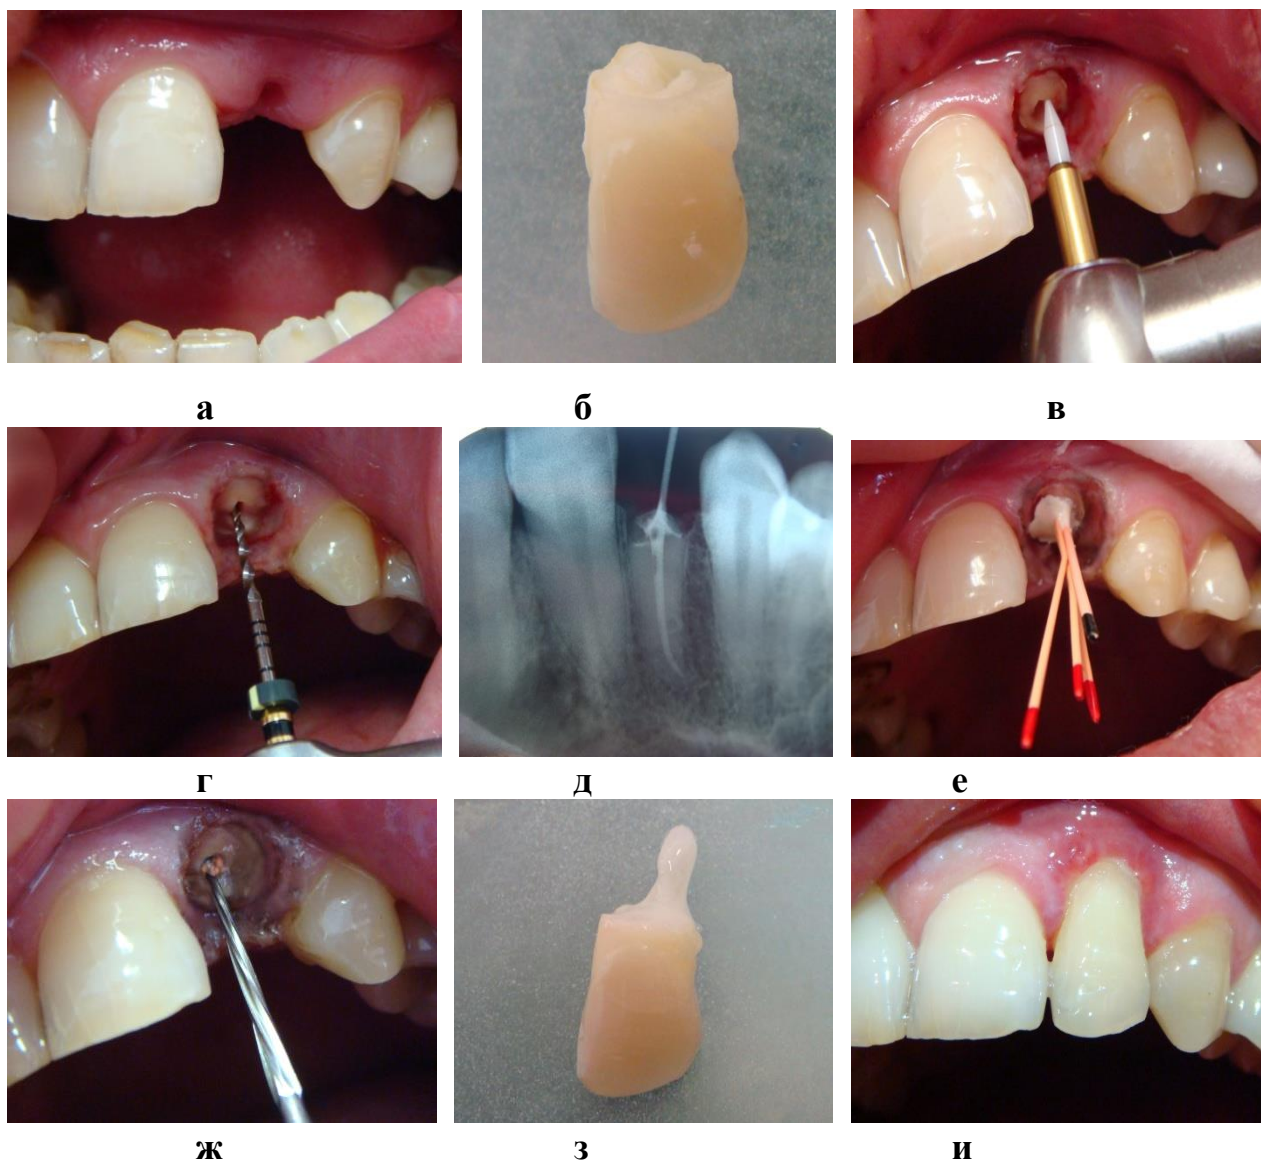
В результате острой травмы произошел скол коронковой части зуба и пришеечной части корня 2.2 зуба. Пациент пришел на прием через два дня: корень покрыт стянувшейся десной (а); коронковая часть зуба (б). Десневой край иссечен тканевым триммером Tissue Trimmer (NTI) (в). Препарирование корневого канала на этапе эндодонтического лечения зуба (г). Рентгенконтроль положения штифта в канале (д). Корневой канал obturирован гуттаперчевыми штифтами (е). Извлечение гуттаперчи из устья и средней трети канала, подготовка для фиксации стекловолоконного штифта (ж). Подготовленная к фиксации естественная коронка зуба со стекловолоконным штифтом и нанесенным композитным цементом двойного отверждения (на этом этапе не полимеризован) (з). Готовая реставрация: коронковая часть зуба со стекловолоконным штифтом сопоставлены с корнем зуба после чего произведена фотополимеризация композитного цемента (и)
